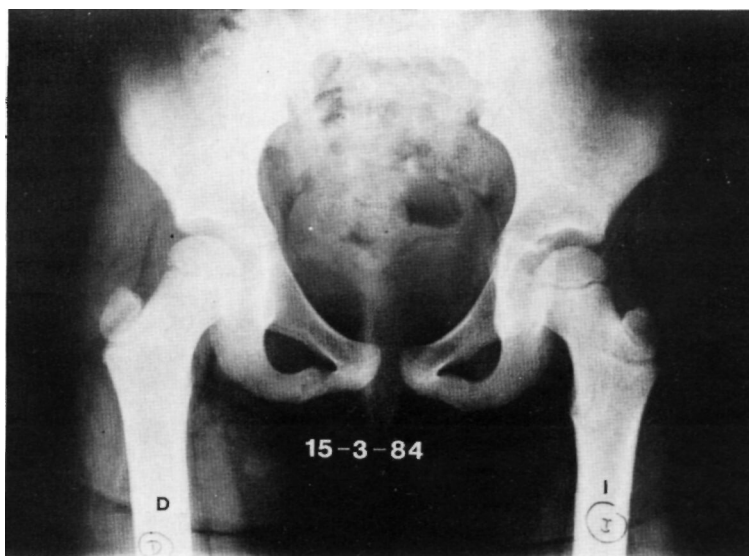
Radiografía anteroposterior de ambas caderas. En el lado izquierdo se observa una ligera osteoporosis de todo el extremo metafisario femoral y un ligero aumento de la interlínea articular.
